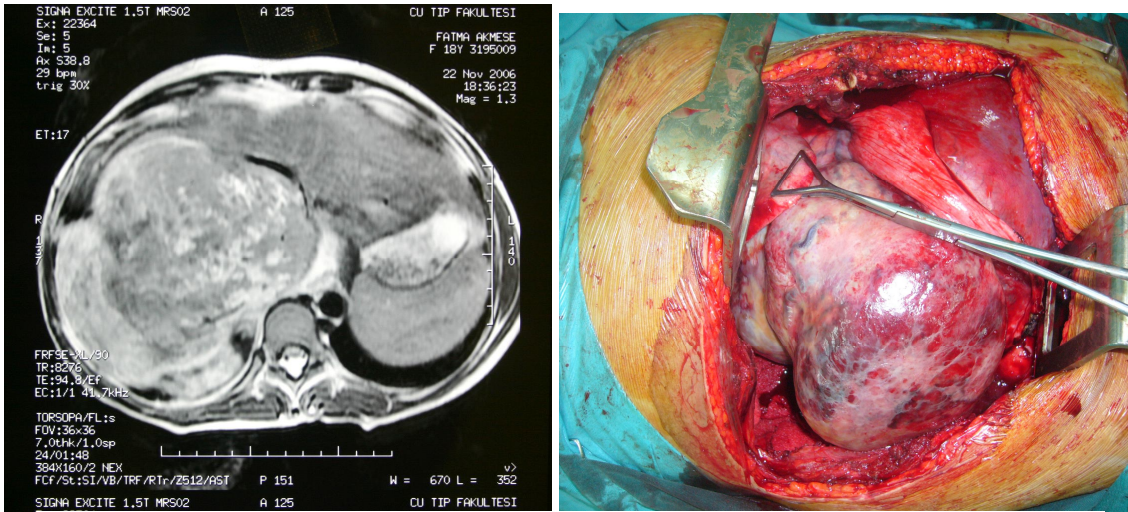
Primer KC non-Hodkign lenfomalı olgunun BT, MR, spesmen görüntüleri.
